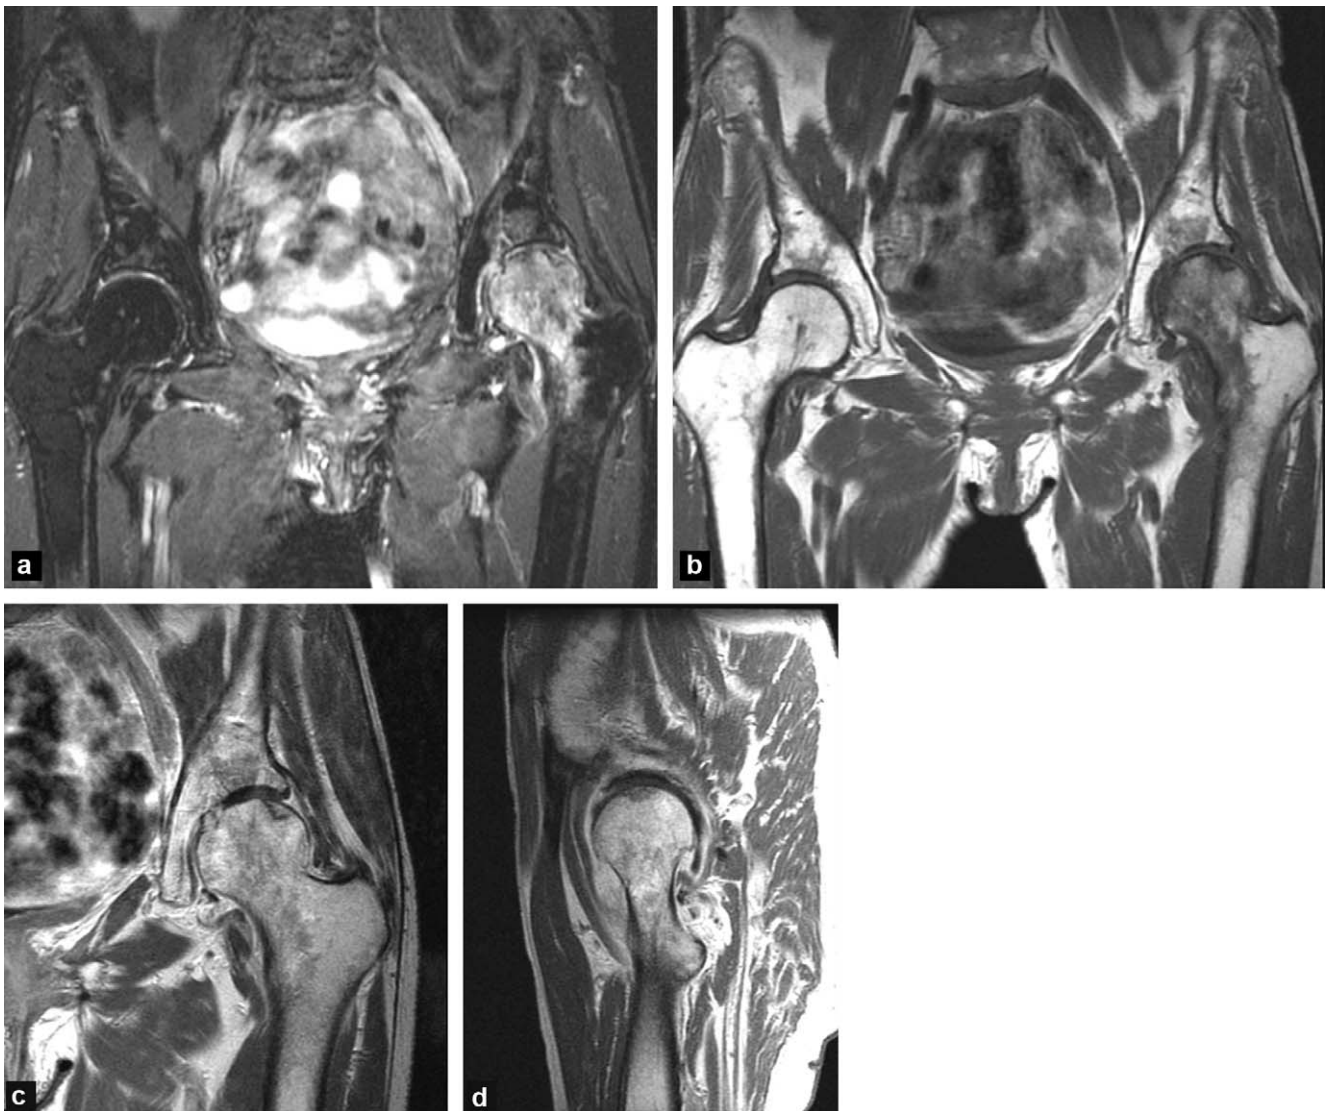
Fracture sous-chondrale de la tête fémorale chez une femme âgée. a : IRM, image coronale STIR ; b : IRM, image coronale T1 ; c : IRM, image coronale centrée sur la hanche gauche en T1 après injection de gadolinium ; d : IRM, image sagittale centrée sur la hanche gauche en T1 après injection de gadolinium. La fracture est visible sous forme d'une ligne en hyposignal. Il existe des anomalies de signal de type œdème de la tête et du col fémoral : plage d'hyposignal T1, hypersignal T2, mal limitée, avec homogénéisation du signal après injection de gadolinium.
